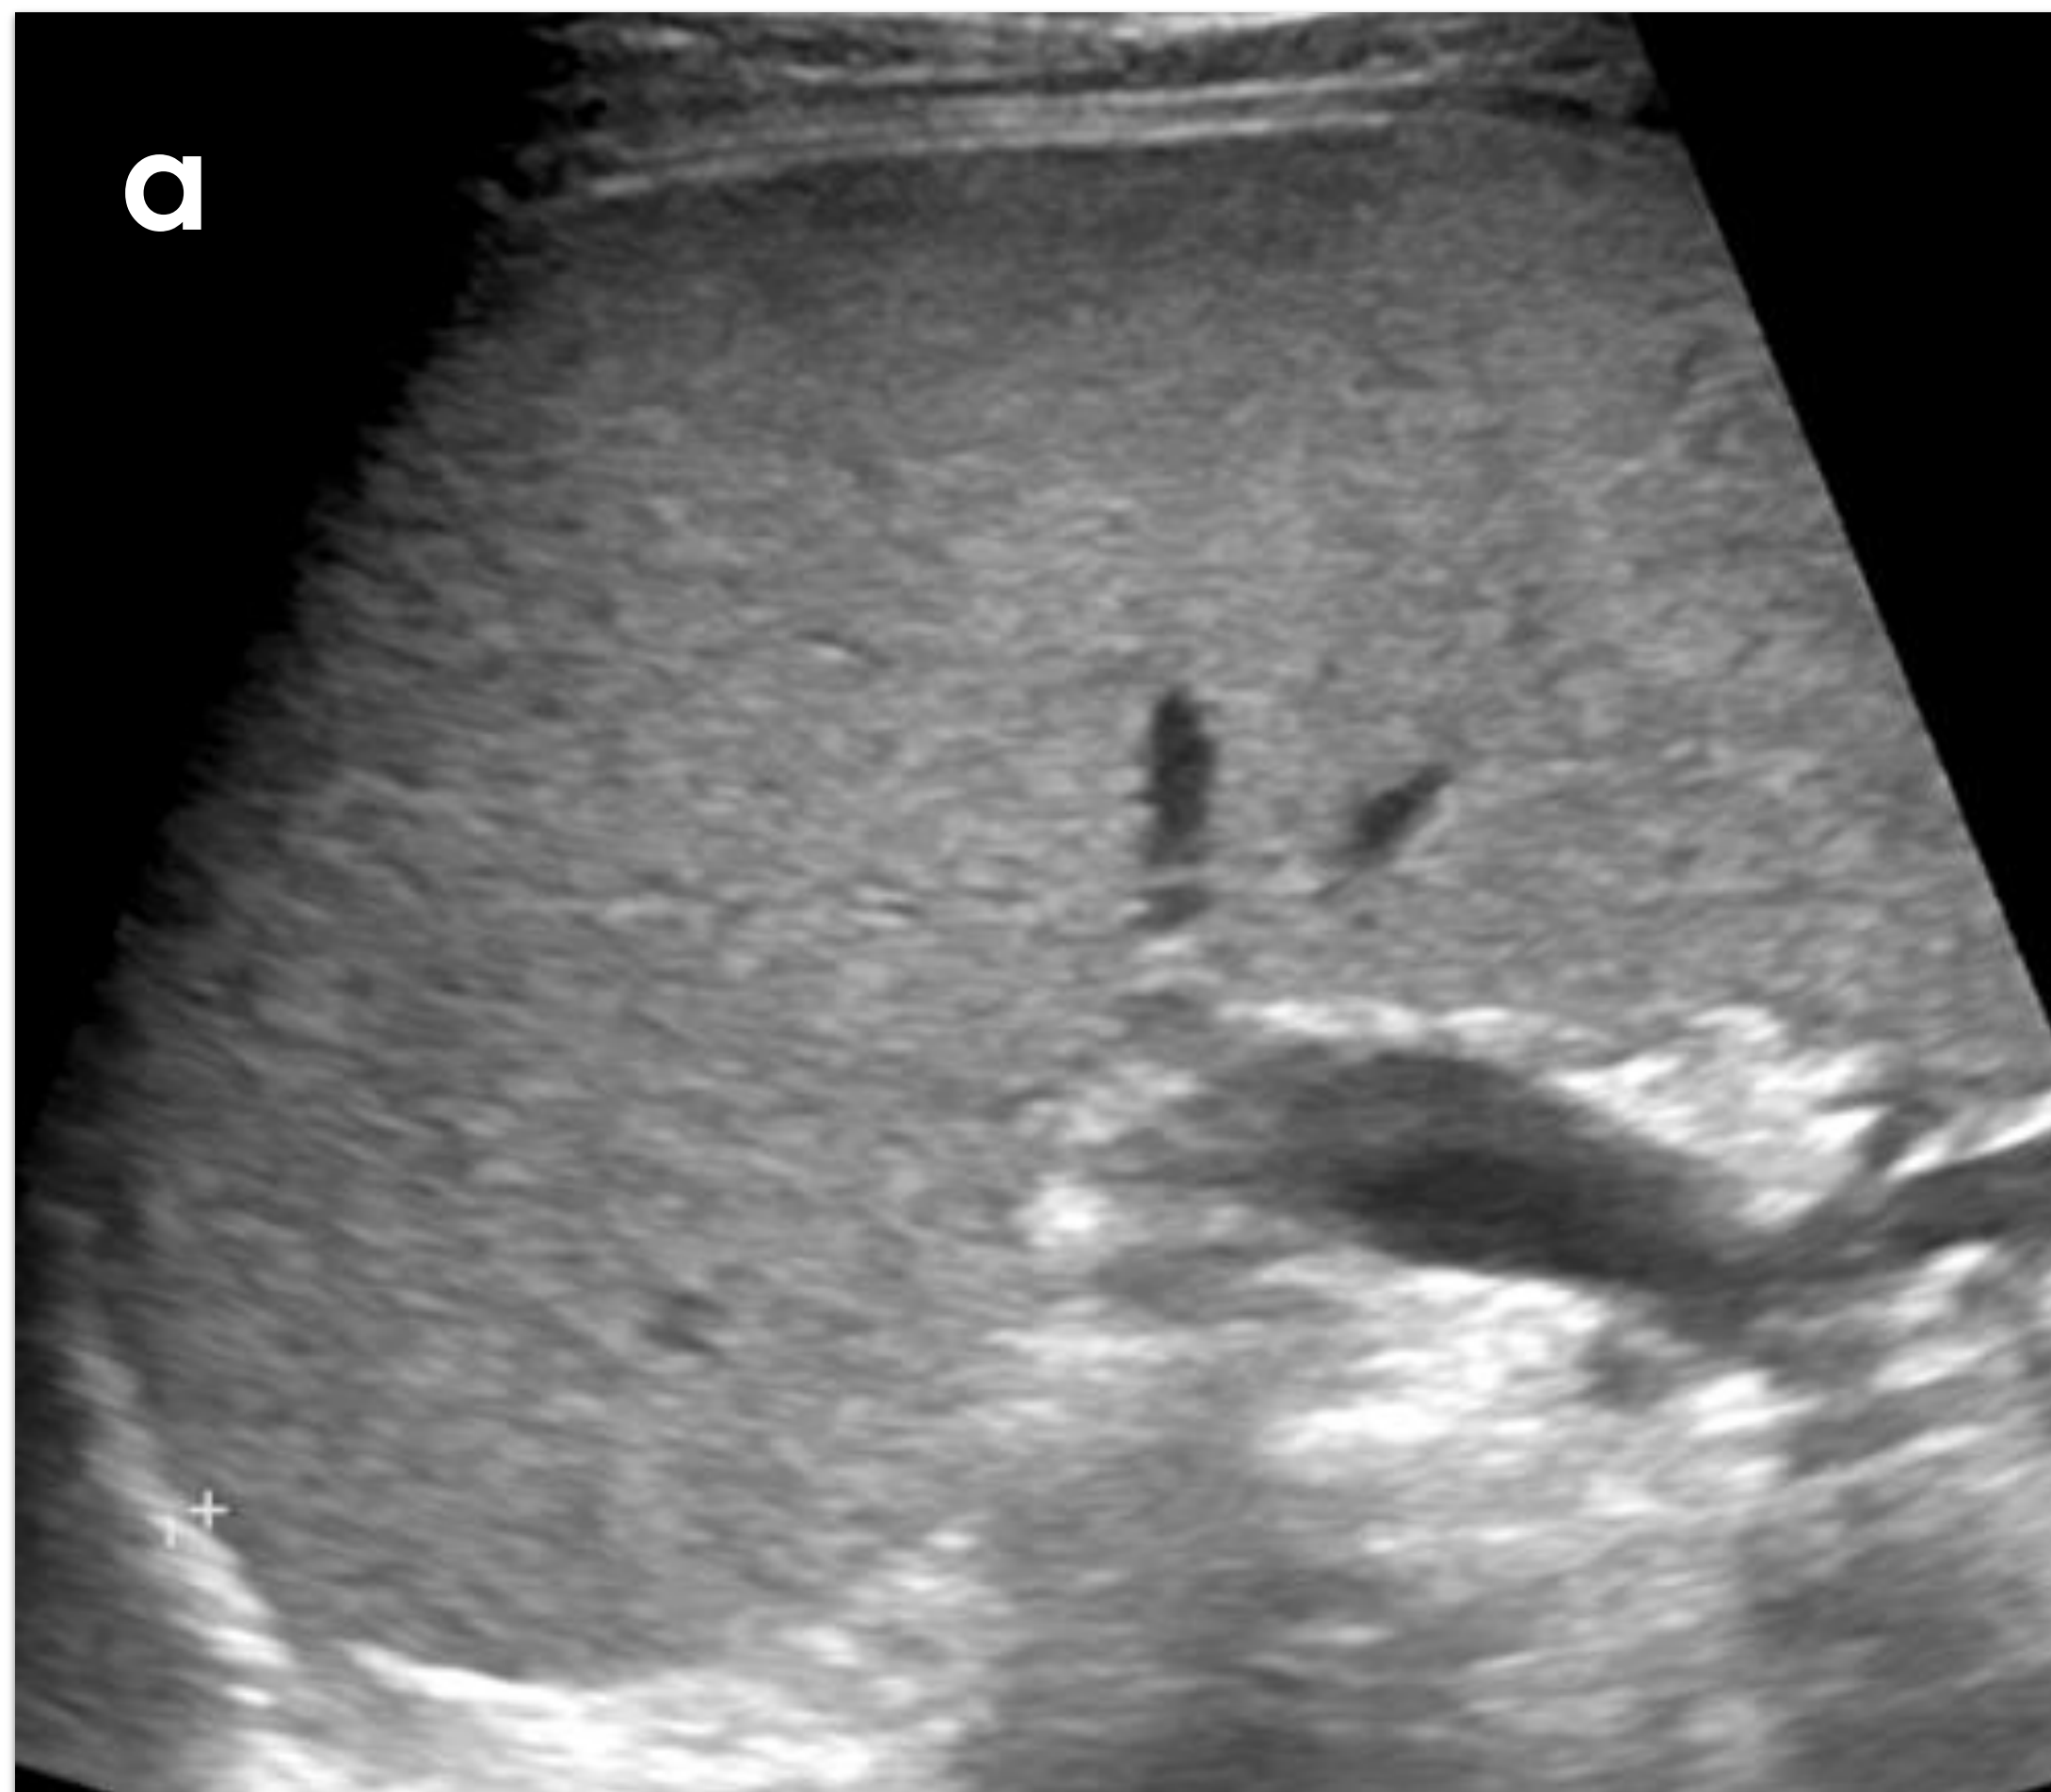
Niño de 13 años con fiebre, dolor abdominal y vómitos. Ambiente epidemiológico de infección por coronavirus 1 mes antes. Ecografía abdominal en la que se observa ligera esplenomegalia de 14 cm (a), adenopatías en fosa ilíaca derecha (b), engrosamiento parietal de ciego y colon ascendente y aumento de la ecogenicidad de la grasa adyacente (c y d).
